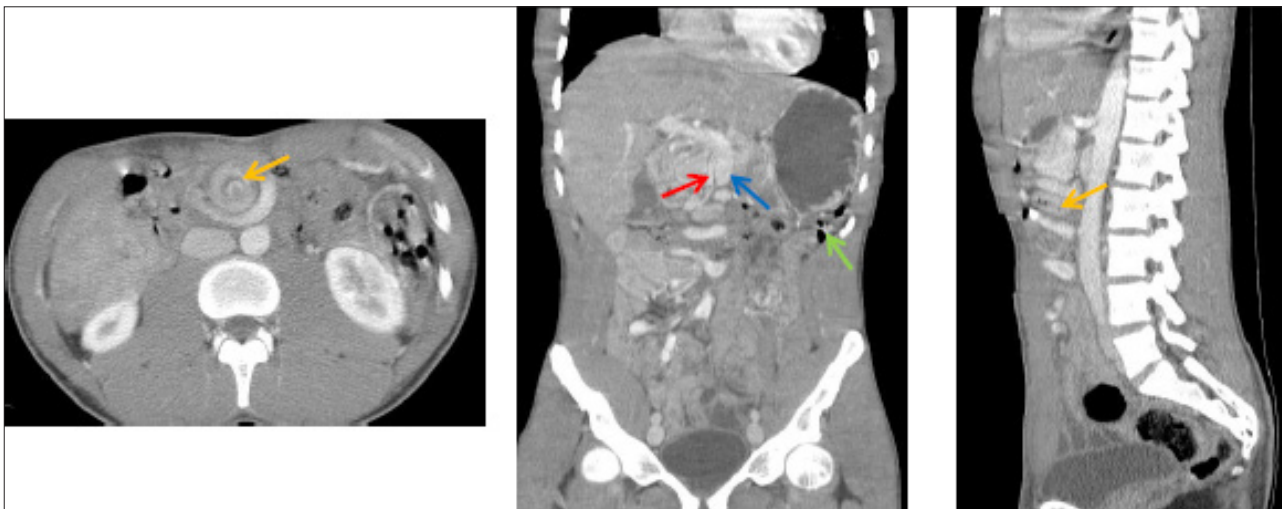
imagens de TC após administração de contraste IV, onde se pode observar a relação anômala entre a veia mesentérica (seta azul) que se encontra à esquerda da artéria mesentérica (seta vermelha). Na reformatação coronal é possível verificar a ausência de quadro cólico no flanco direito, que se encontra preenchido por ansas de intestino delgado (seta amarela), encontrando-se o cólon (seta verde) localizado no flanco esquerdo. O sinal de redemoinho dos vasos mesentéricos com ansas intestinais está assinalado com a seta laranja.
